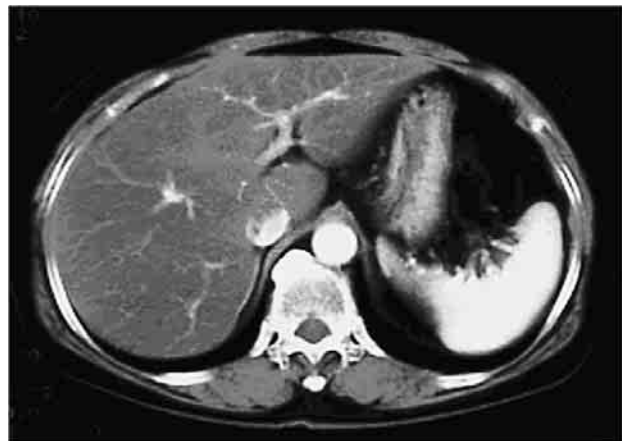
腹部CT：化学療法施行後には肝腫瘍は著明な縮小を認めた。
